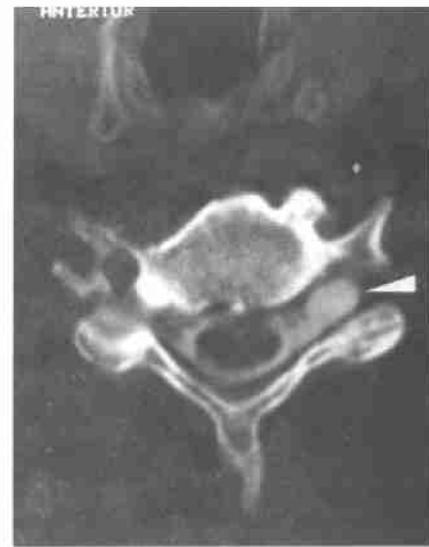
C7/Th1 部位的脊髓 CT 仅显示硬膜膨出。
